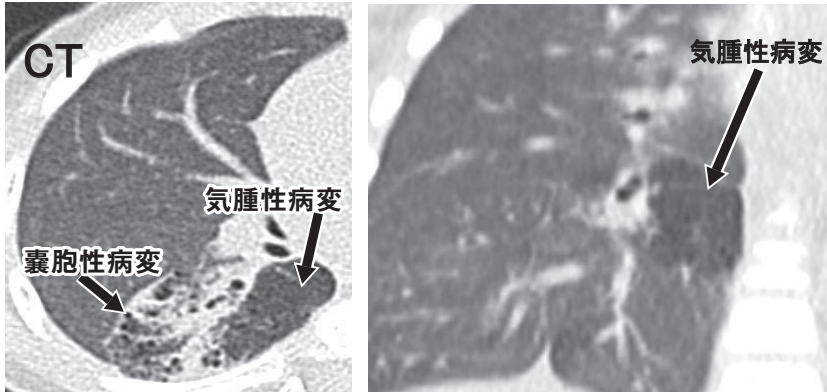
CCAM2型を合併したB<sup>6</sup>気管支閉鎖症例の術前CT
